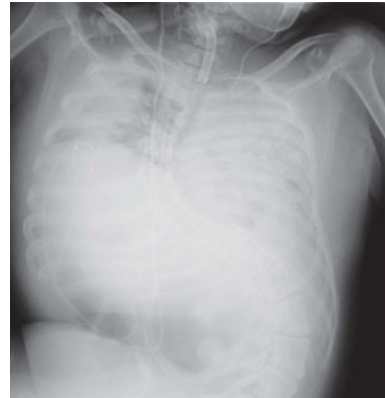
胸部X線写真（第13病日；ステロイドパルス療法開始前日）
